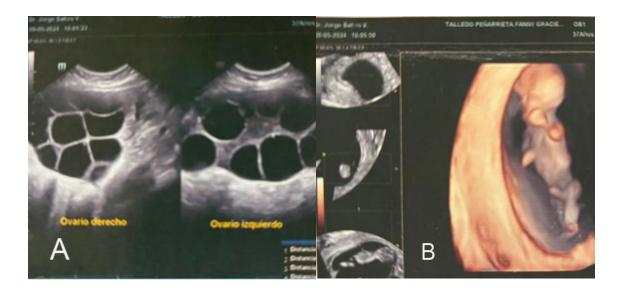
Ecografía abdomino pélvica. Fecha: 17/06/2024. A. Quistes tecaluteínicos. B. Útero grávido con feto vivo en su interior de 17 semanas de gestación.
